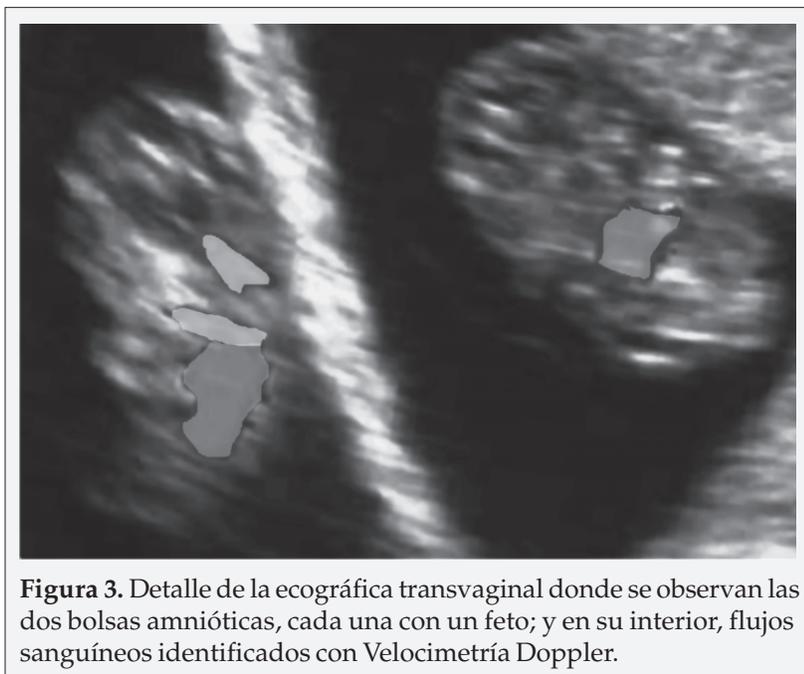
Detalle de la ecográfica transvaginal donde se observan las dos bolsas amnióticas, cada una con un feto; y en su interior, flujos sanguíneos identificados con Velocimetría Doppler.
